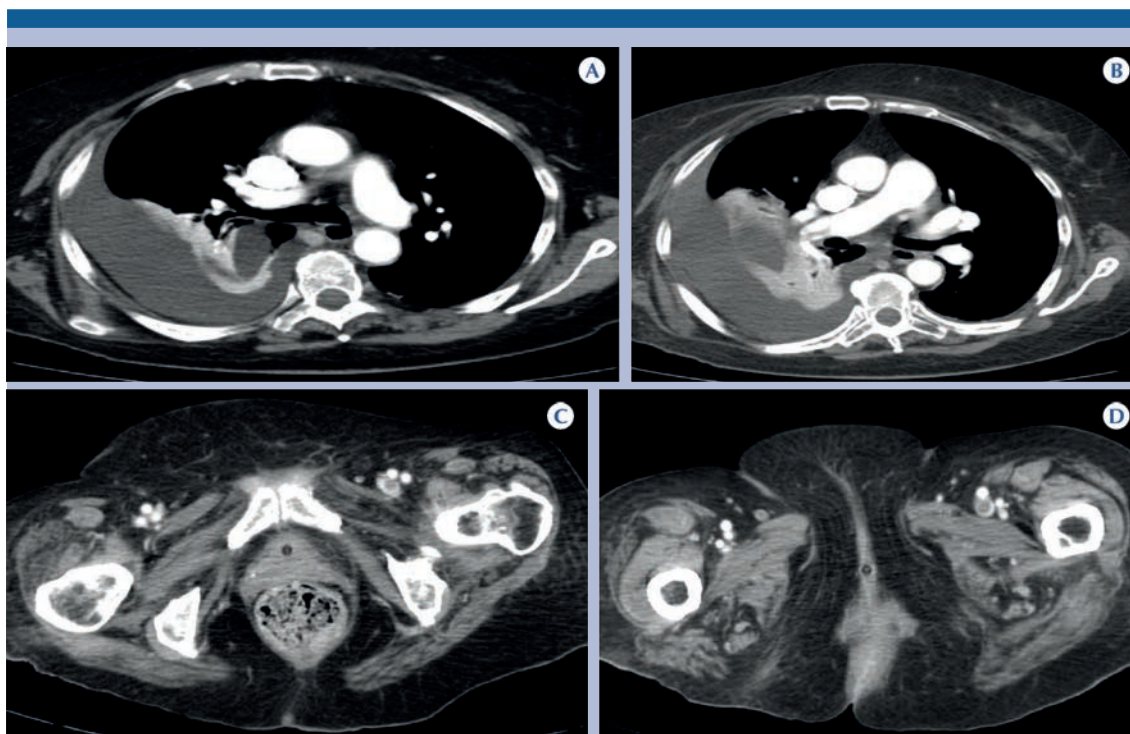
A-D) Mujer de 74 años, protocolo de angiotomografía pulmonar con venogramografía por tomografía, selección de imágenes axiales, con tromboembolia pulmonar derecha aguda en ramas segmentarias y subsegmentarias, con derrame pleural y atelectasia ipsolateral; se identificó trombosis de la vena femoral superficial izquierda.
